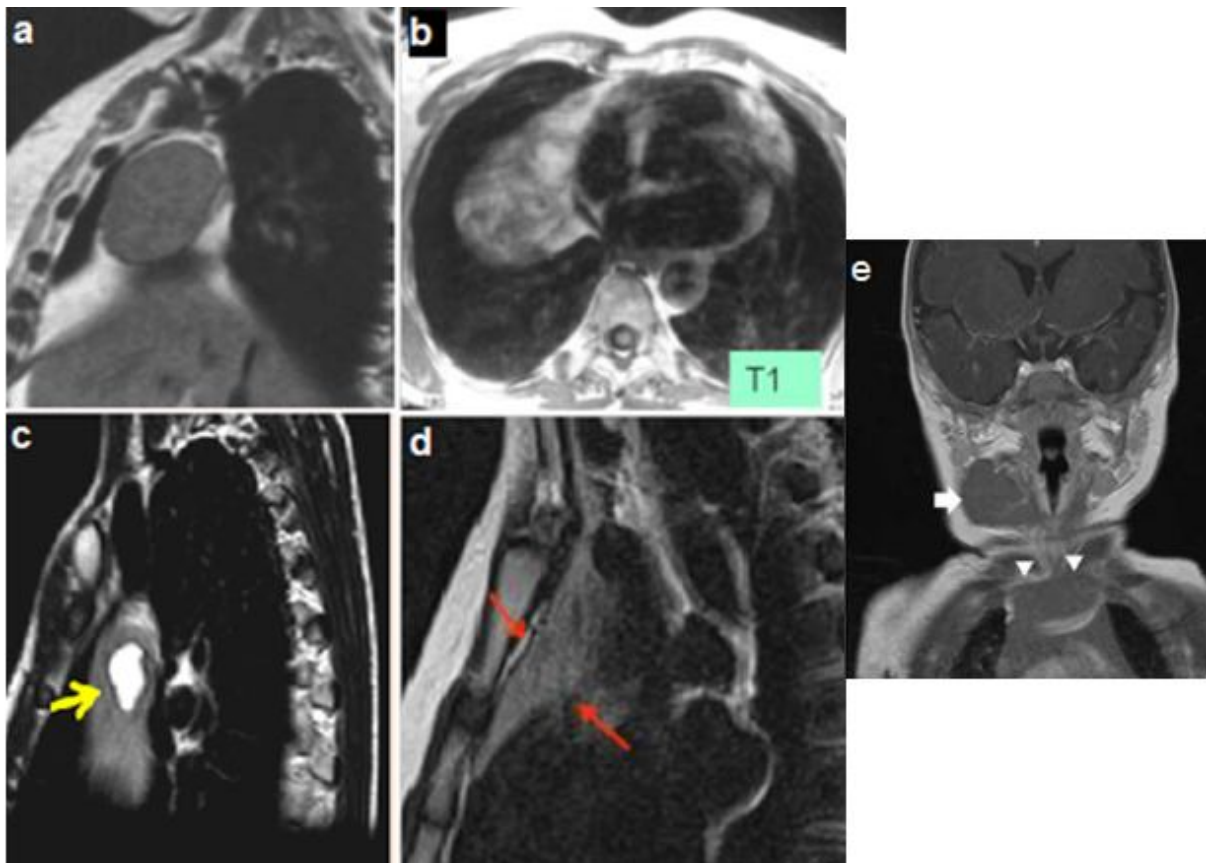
IRM : a) d'un thymome, b) d'un thymolipome, c) d'un kyste thymique et d) d'une hyperplasie thymique, e) ectopie thymique cervicale.
